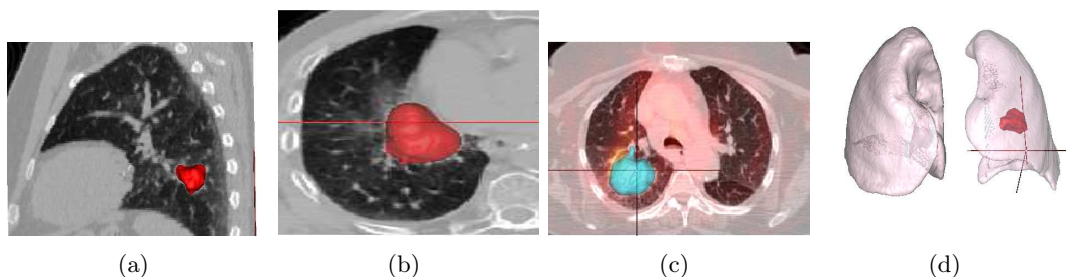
Vues 3D de résultats de segmentation. (a-b) tumeurs superposées à des coupes orthogonales d’images TDM, (c) tumeur superposée à l’image composée des modalités TEP et TDM, (d) une tumeur et le masque de la segmentation du poumon.
